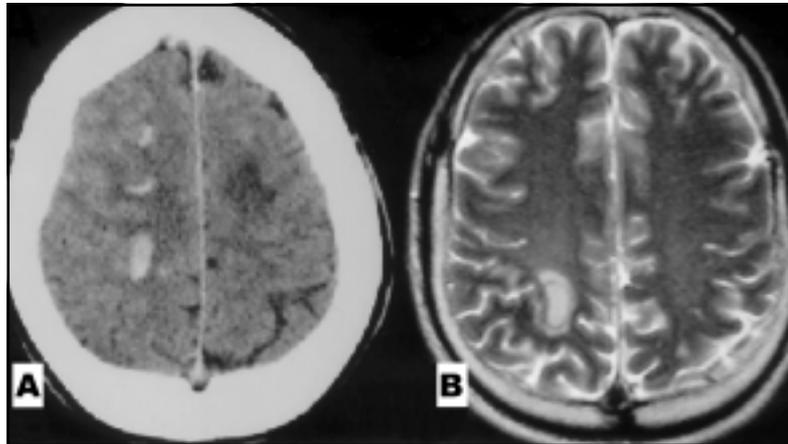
Transformação hemorrágica de infarto venoso. A: tomografia axial computadorizada; B: seqüência em T_2 pesado de ressonância magnética.
